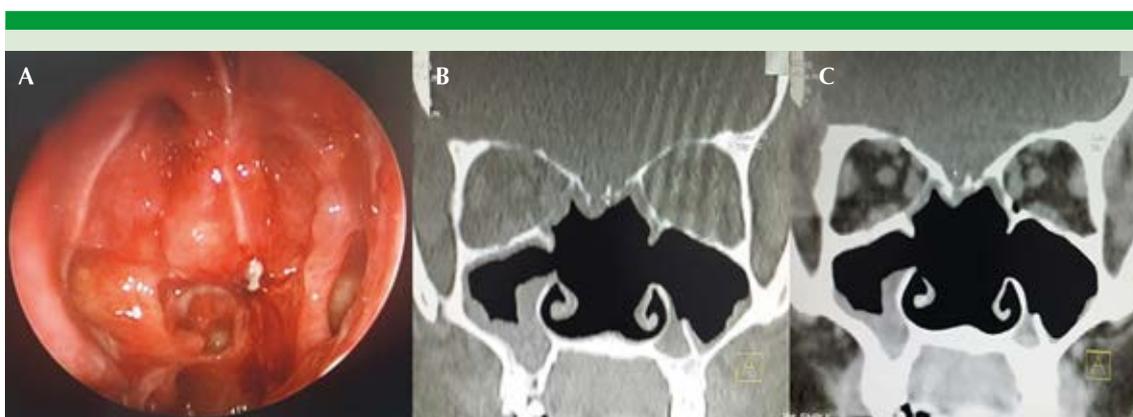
A. Endoscopia nasal. Se observa la cavidad nasal amplia sin evidencia de recurrencia tumoral, ostium maxilar izquierdo ampliado. Cortes coronales de tomografía computada de senos paranasales: (B) ventana para hueso, (C) ventana para tejidos blandos; en ambas se observa la cavidad nasal amplia con cambios quirúrgicos extensos, engrosamiento mucoso del antro maxilar derecho, sin datos de recurrencia tumoral.
